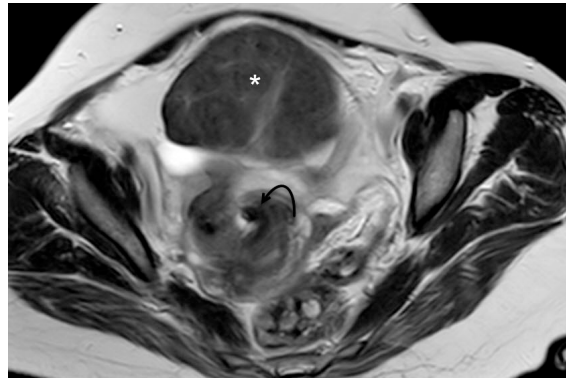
A) Axial contrast-enhanced T1-weighted and B) axial T2-weighted MRI of the pelvis shows a giant hypointense mass with no contrast enhancement (*), swirl-like rotation in the uterus (curved black arrow). Also, uterine enhancement is seen (black dashed arrows).
